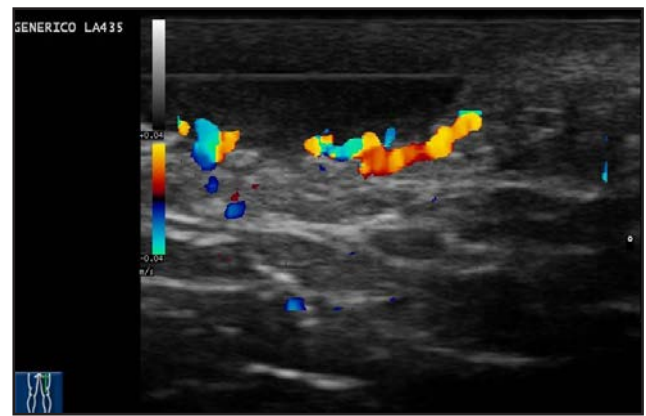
Imagen eco-doppler de la colección fluida, que revela la existencia de una importante actividad inflamatoria.
